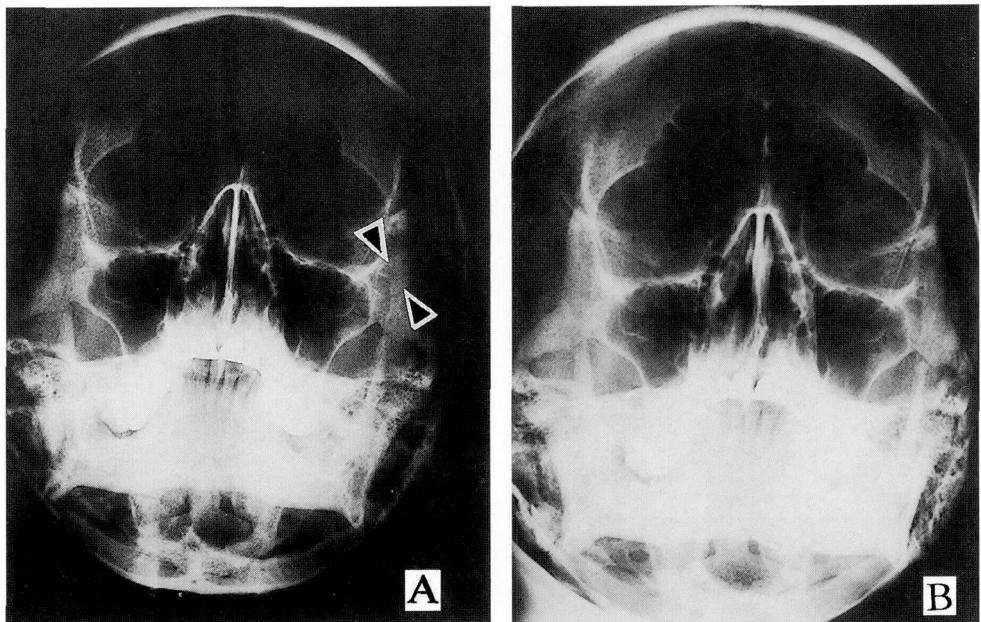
ガラス片の摘出前・後のウォーターズ位X線像
